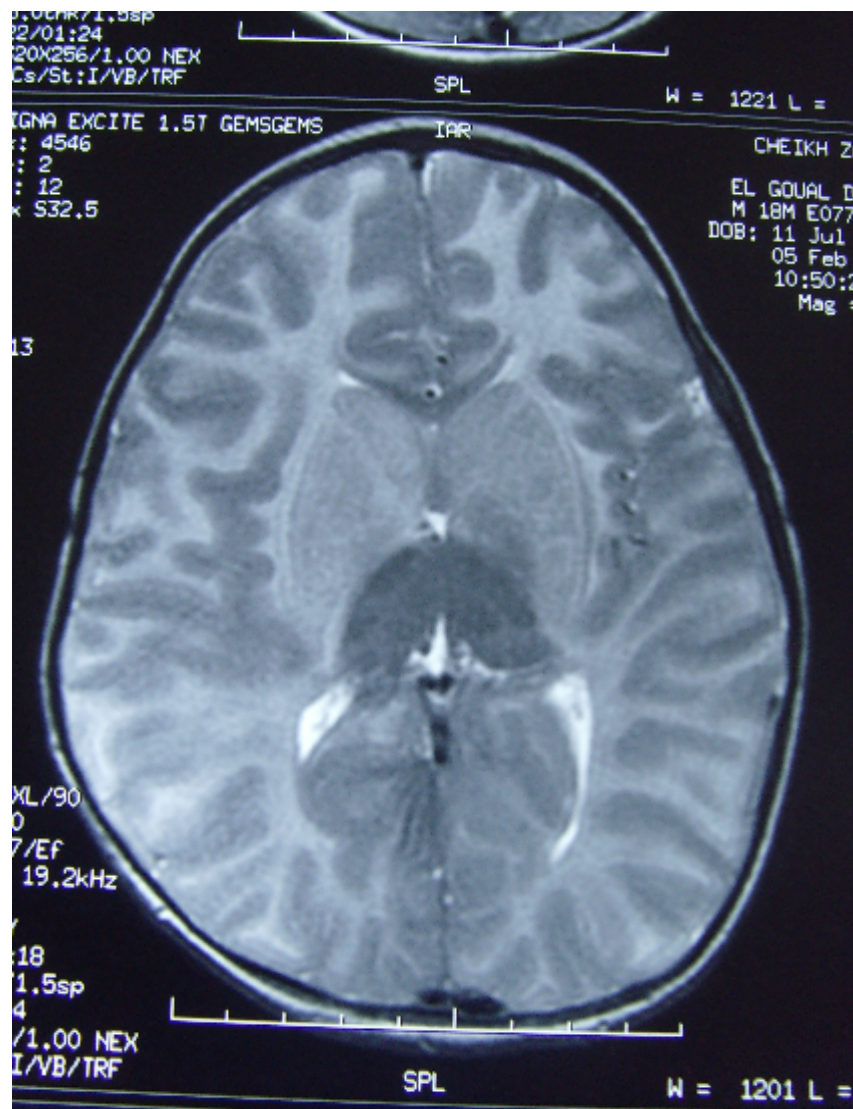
IRM cérébrale : hypersignal de la substance blanche en T2 [115].
